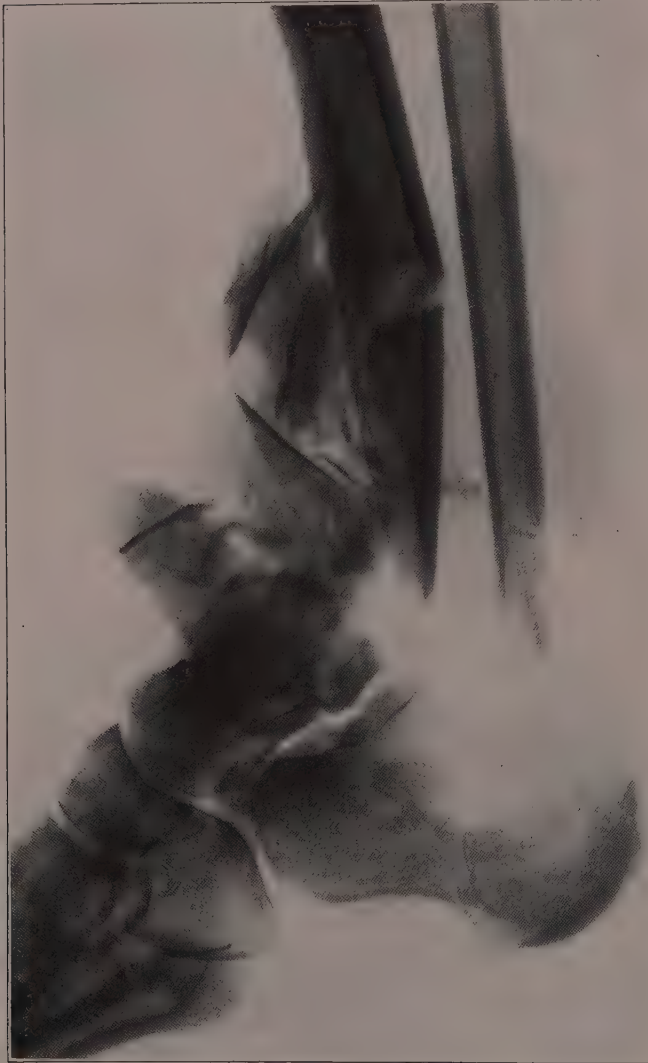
Röntgenbild zu Abb. 201 u. 202.
